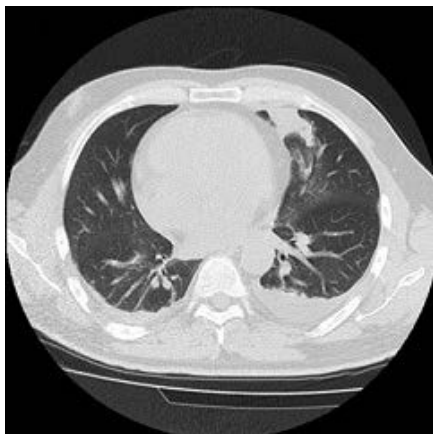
Больной Б. Фрагмент компьютерной томографии от 16.08.12 г. Ограниченный участок консолидации легочной ткани в S_{IV} левого легкого. Жидкость в плевральных полостях с участками уплотнения прилежащей к ней легочной ткани
